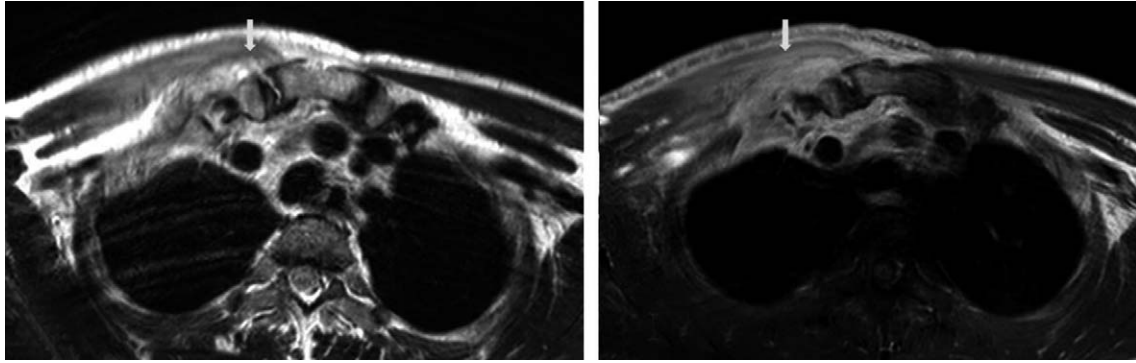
Preoperative axial T2 weighted MRI (A) shows tubular high T2 signal intensity lesion with soft tissue extension in the right SC joint. On postcontrast axial T1 fat suppressed image (B), heterogenous enhancement is seen in articular side of right sternoclavicular end and adjacent soft tissue with overlying anterior chest wall.
